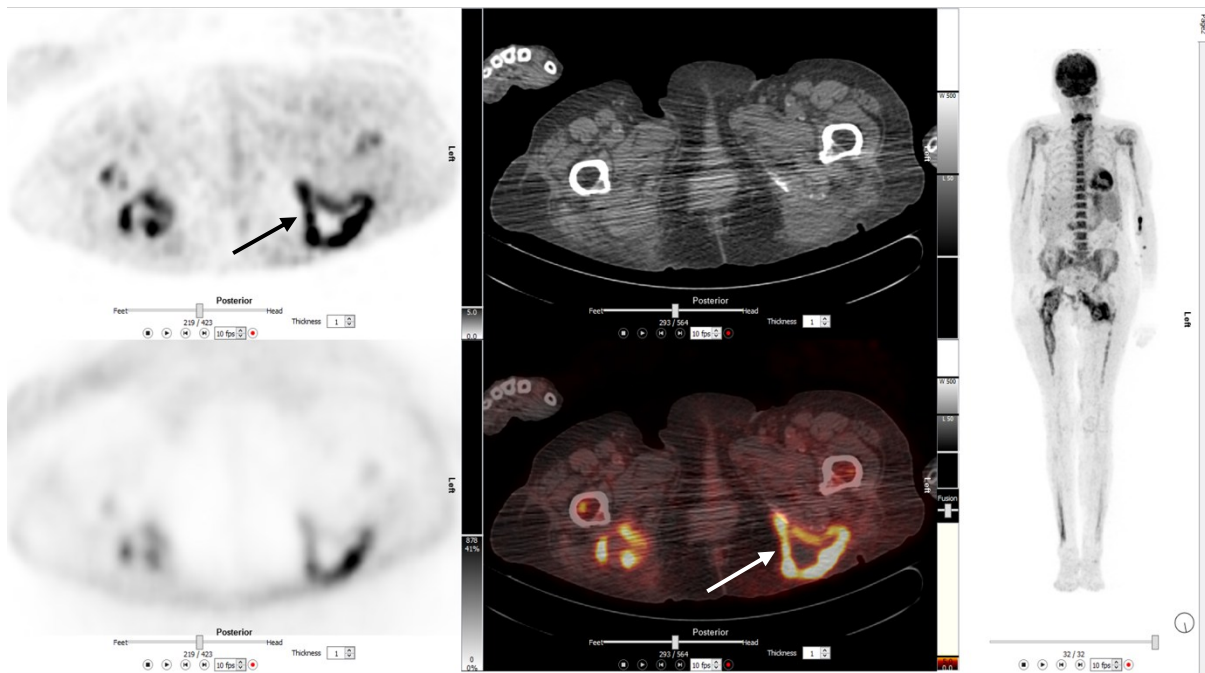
Eine 79-jährige Frau mit lumbalen Schmerzen und Sepsis. FDG-PET-CT (A: PET, oben mit Schwächungskorrektur; B: CT oben, Fusionsbild unten; C: MIP) zeigt FDG-Anreicherung in glutealen Abszessen bds. (Pfeile) mit Ausdehnung in die dorsale Oberschenkelmuskulatur. Diagnose: Gluteale Abszesse.
